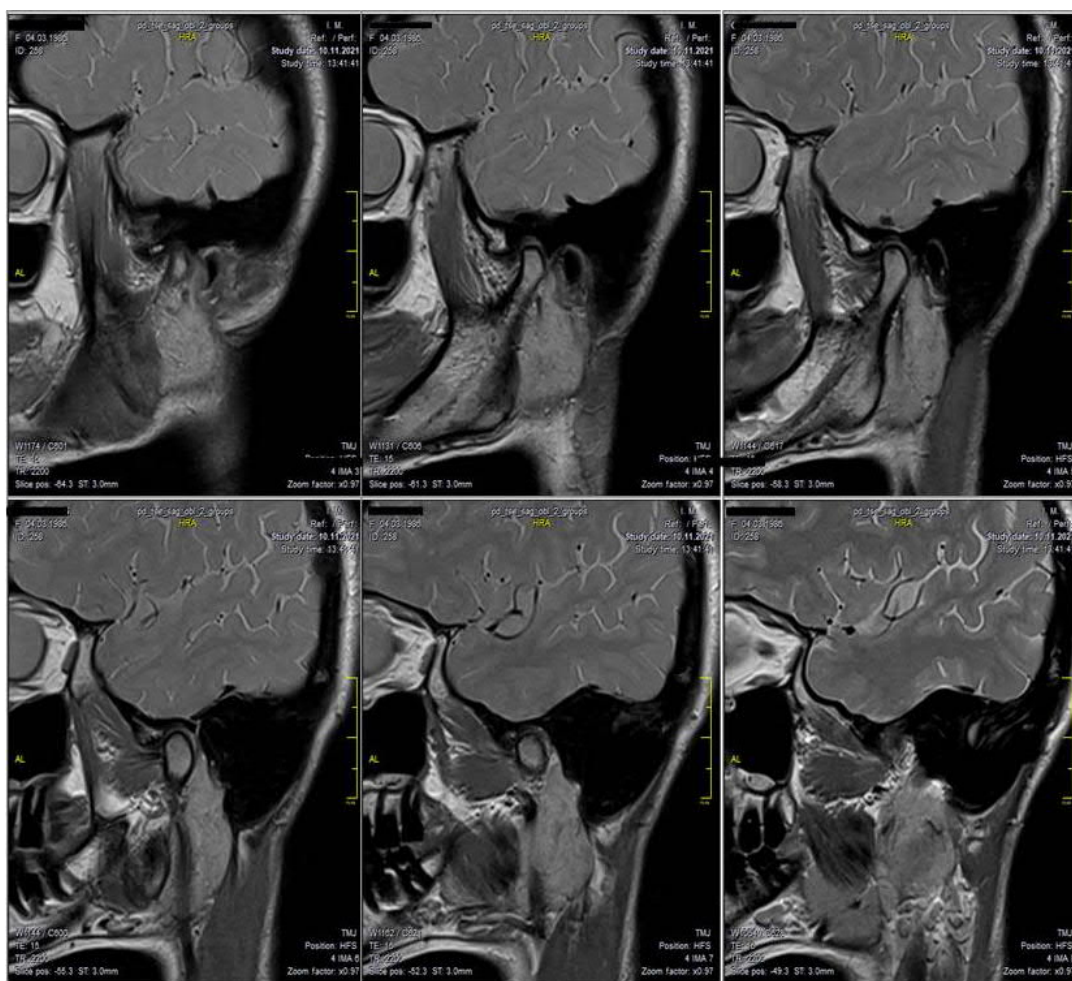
МРТ СНЩС у бічній проекції при закритому роті.
